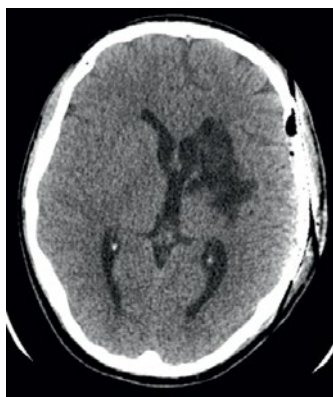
КТ головного мозга в первые сутки после операции: А — очаги ишемии в проекции базальных ганглиев, наличие крови в желудочках головного мозга; Б — геморрагическое содержимое в левой височной доле
